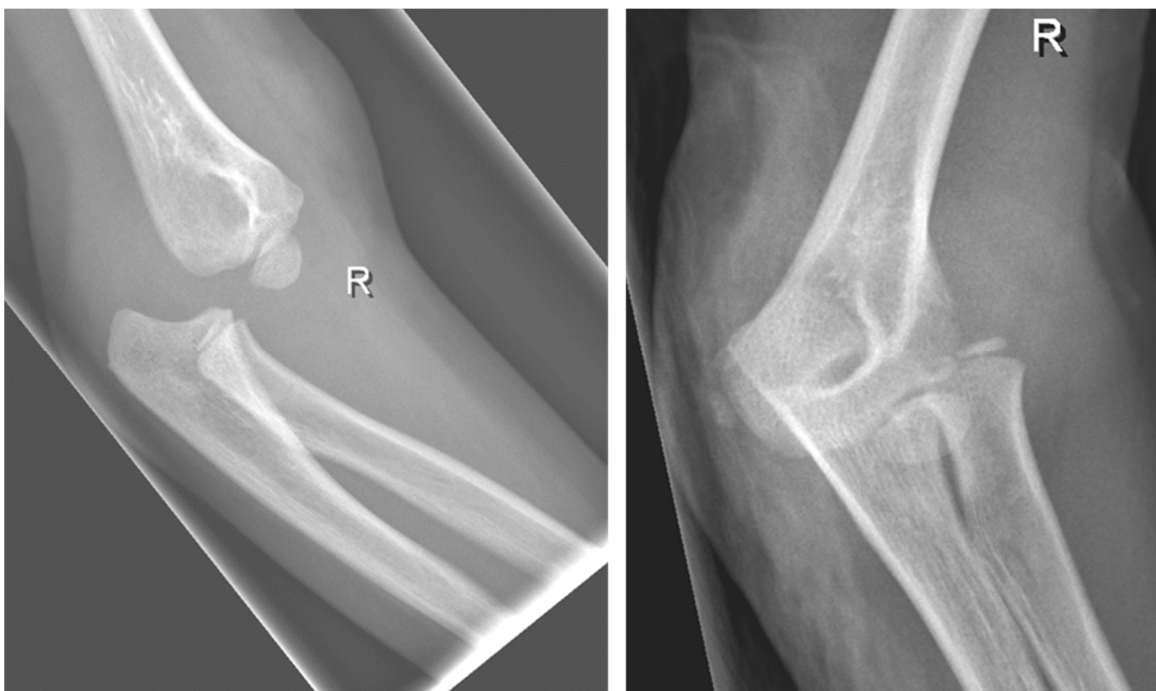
Röntgenbilder einer Epicondylus ulnaris Fraktur eines fünfjährigen Mädchens
